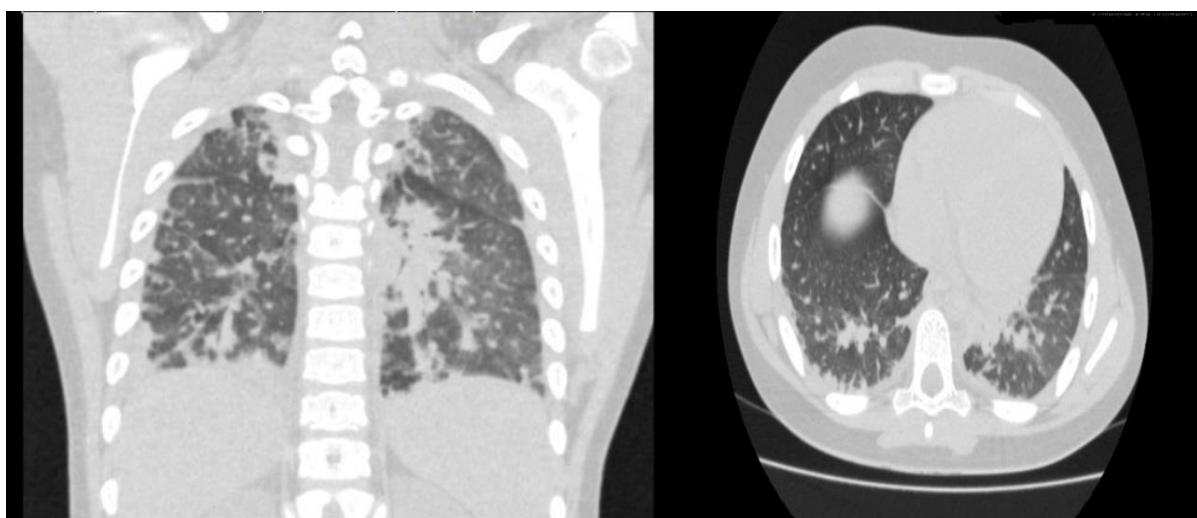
МСКТ органов грудной клетки пациента Б. от 28.06.2020
